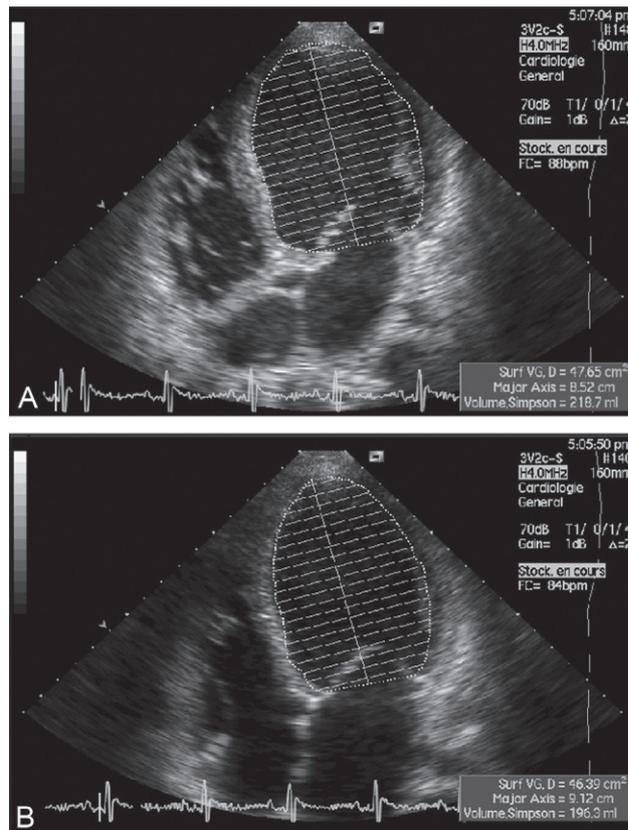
Mesure échocardiographique du volume télédiastolique (A) et télé-systolique (B) du ventricule gauche chez un patient ayant une cardiomyopathie dilatée permettant de calculer la fraction d'éjection ventriculaire gauche.
